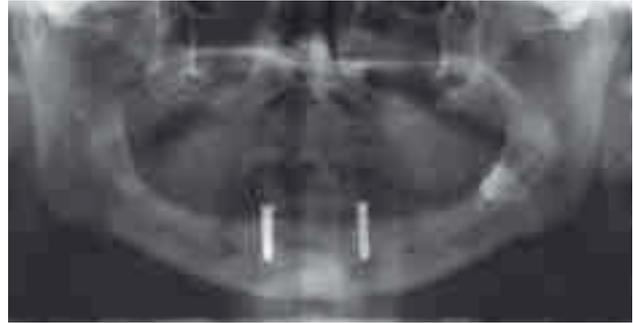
Das Röntgenbild zeigt ein Test- und ein Kontrollimplantat nach der Insertion; es gibt keinen sichtbaren Unterschied zwischen Test- und Kontrollimplantat
